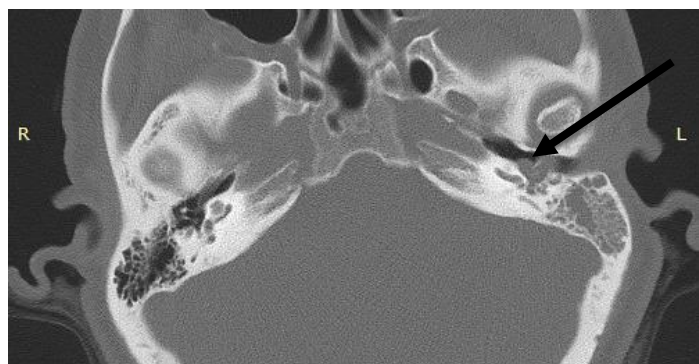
КТ височных костей (аксиальная проекция), стрелкой указана НЭА
